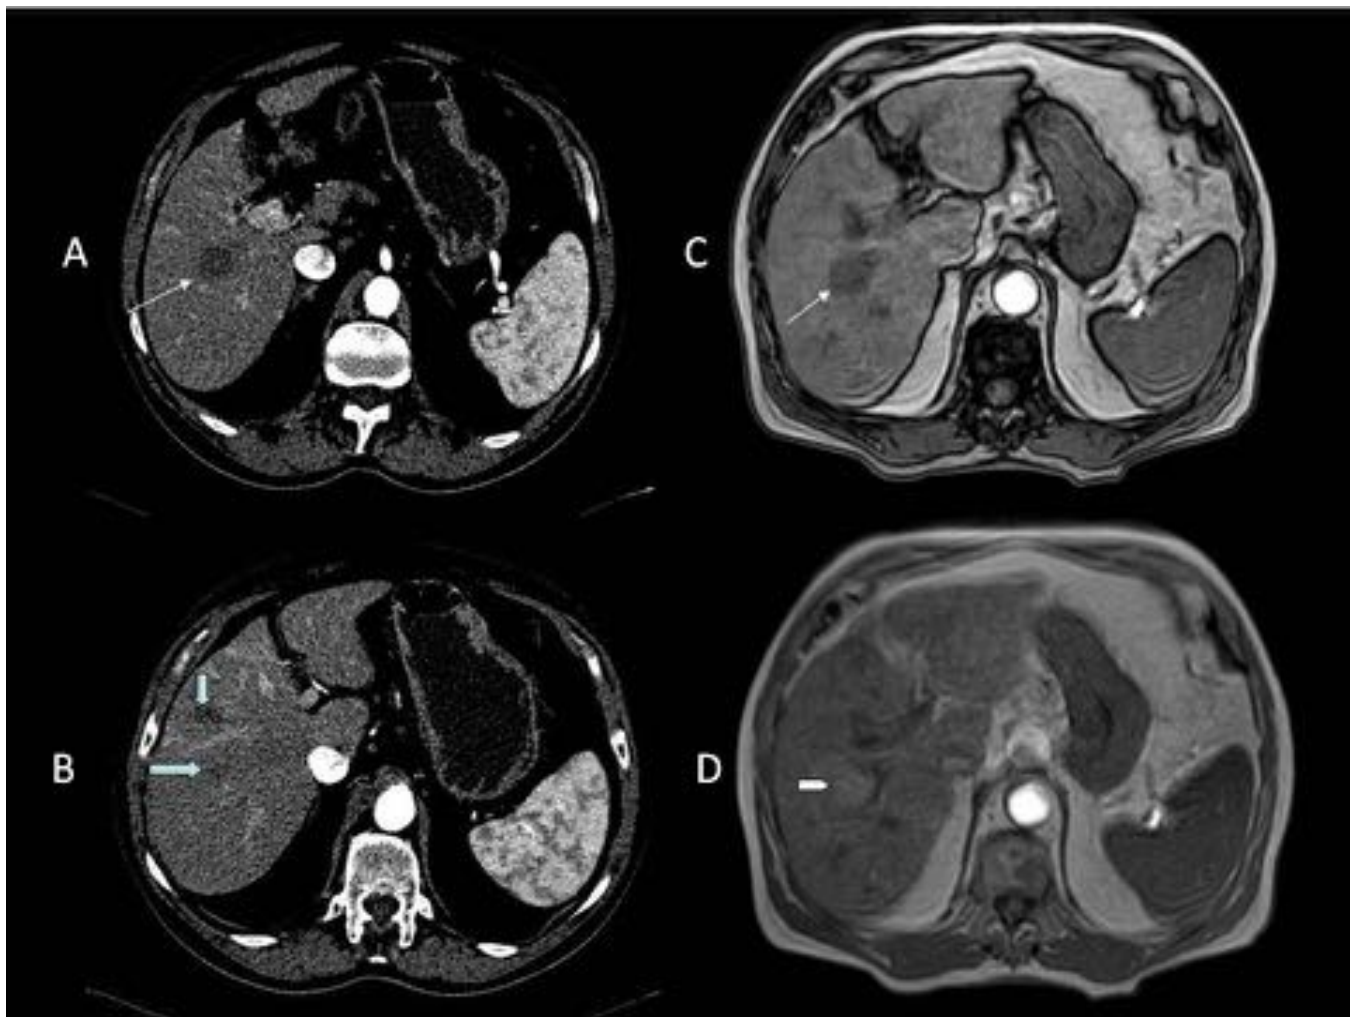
Varón de 77 años con adenocarcinoma de colon tratado con cirugía y quimioterapia adyuvante con 5-FU, ácido folínico y oxaliplatino. En un TC de control se identificaron cinco LOEs hepáticas hipodensas (A y B). Se realizó RM un mes después, en la que habían desaparecido 3 de esas 5 lesiones. Las dos restantes mostraban una caída de señal en las secuencias de fase opuesta, comportamiento típico de la esteatosis nodular (C y D). No se observaba restricción a la difusión ni captación de contraste.
